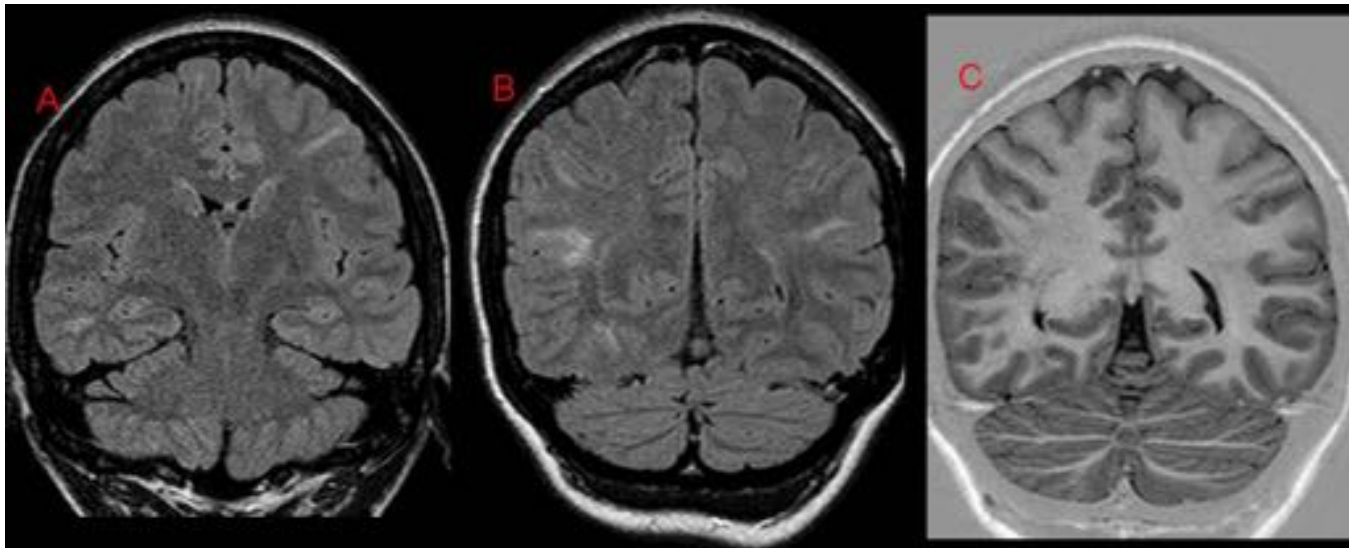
FIGURA 8. A y B. Coronal FLAIR. C. Coronal T1IR. Múltiples focos de alteración de la señal de la SB yuxtacortical, algunos dirigidos en profundidad hacia el sistema ventricular, en lóbulos frontales y temporales, hiperintensos en FLAIR e hipointensos en T1IR. Diagnosticados de DCF tipo II multifocal en lóbulos frontales y temporales.
